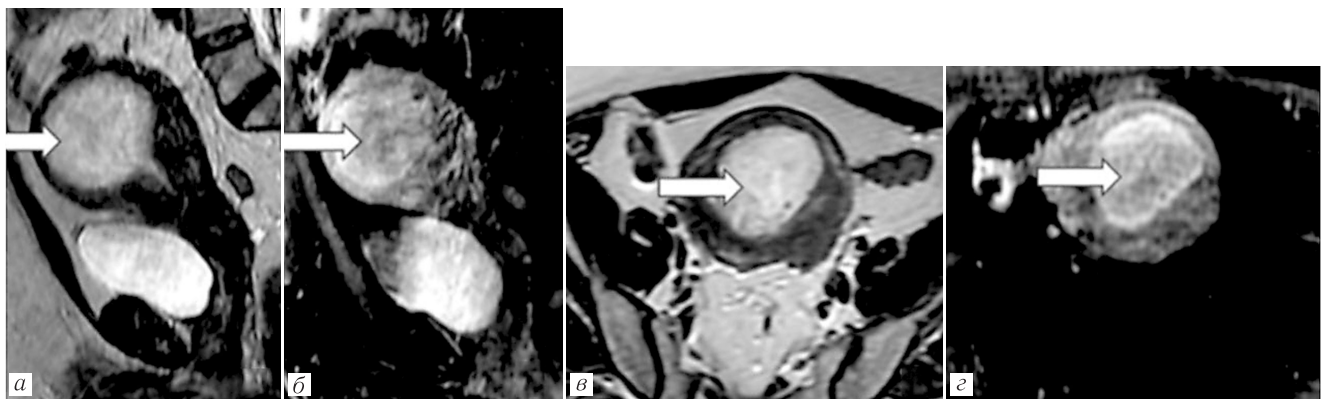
МРТ органов малого таза: агрессивный гистотип опухоли без инвазии в миометрий (стадия IC по FIGO 2023): *а* — сагиттальный T2; *б* — сагиттальный T1 с контрастированием; *в* — аксиальный T2; *г* — аксиальный T1 с контрастированием. Визуализируется крупное экспансивное образование в полости матки (белая стрелка) без признаков инвазии в миометрий. Согласно критериям FIGO 2023, серозная карцинома, ограниченная эндометрием, классифицируется как стадия IC [12]
